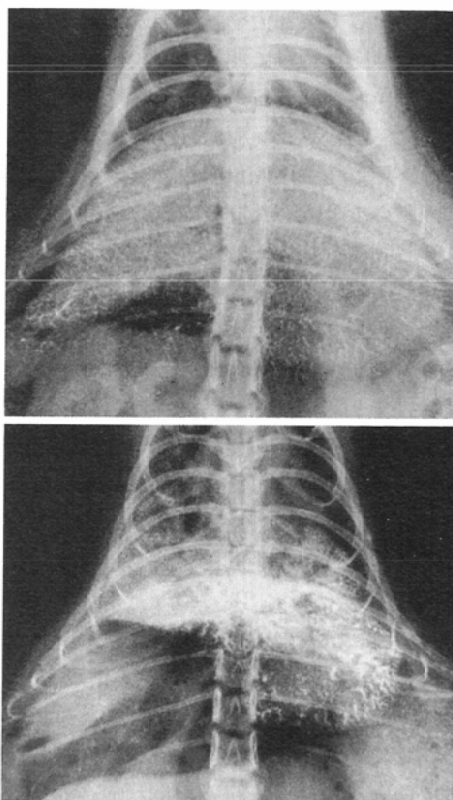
Plain X-ray film immediately following injection of Lipiodol shows Lipiodol deposition in the liver
